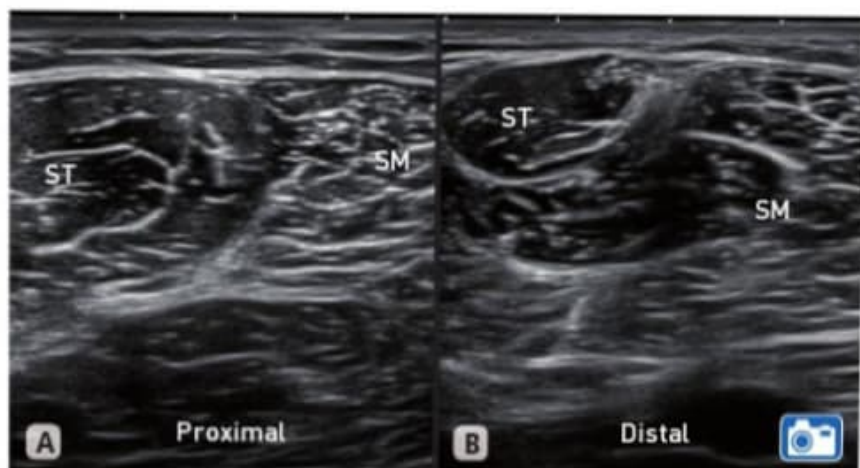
Ecografía transversal a la altura de las zonas proximal (A) y distal (B) de las zonas medial y posterior del muslo. SM: semimembranoso; ST: semitendinoso.
